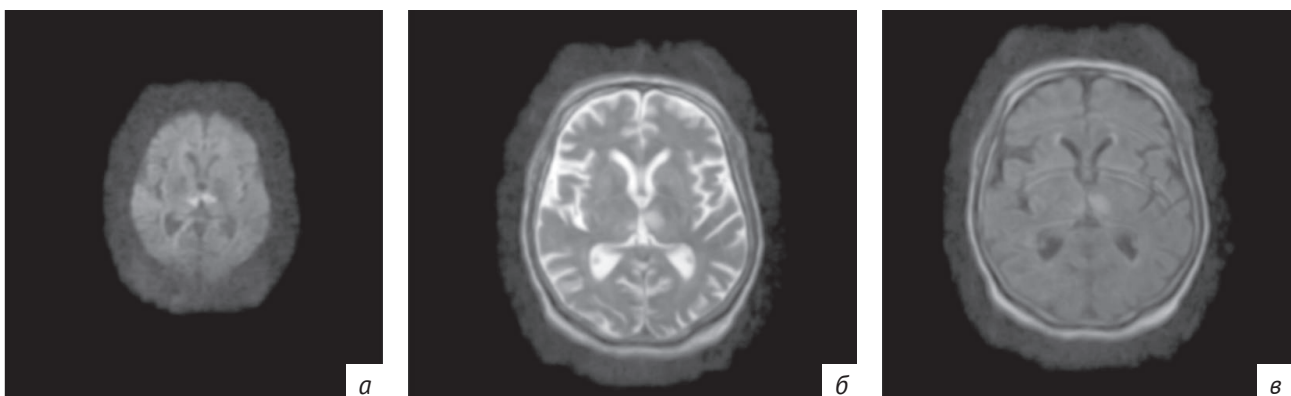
МРТ пациента Д., 59 лет, с гиперинтенсивным сигналом парамедианных зон правого и левого таламусов:
